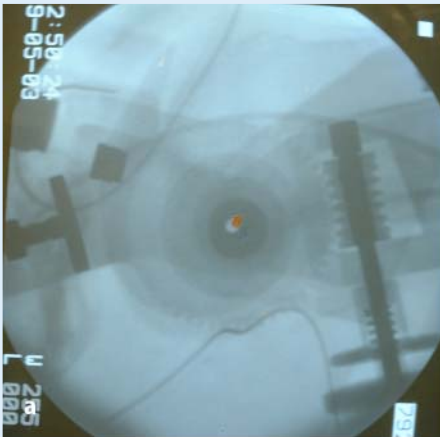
► Intraoperative Zentrierung der Achse des Bewegungsfixateurs (Compass Elbow Hinge). a Das Rotationszentrum liegt an einem Kreuzungspunkt von der hinteren Kortikalis des Femurs mit der Blumensaat-Linie, am Bewegungsfixateur sind über dem Kniegelenk 2 Öffnungen vorhanden, die mit Trokarpins besetzt werden. b Postoperative Lage des Bewegungsfixateurs auf dem seitlichen Röntgenbild
